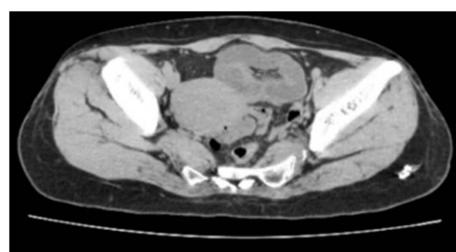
Full abdominal CT
